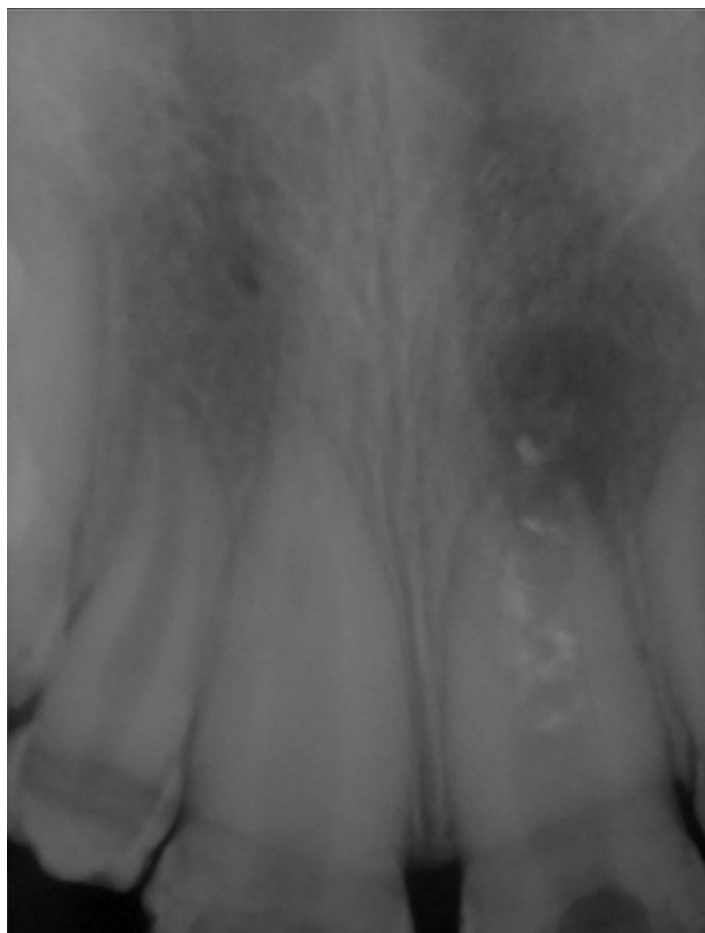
Rx periapical inicial do dente 21 (8/5/2015)
